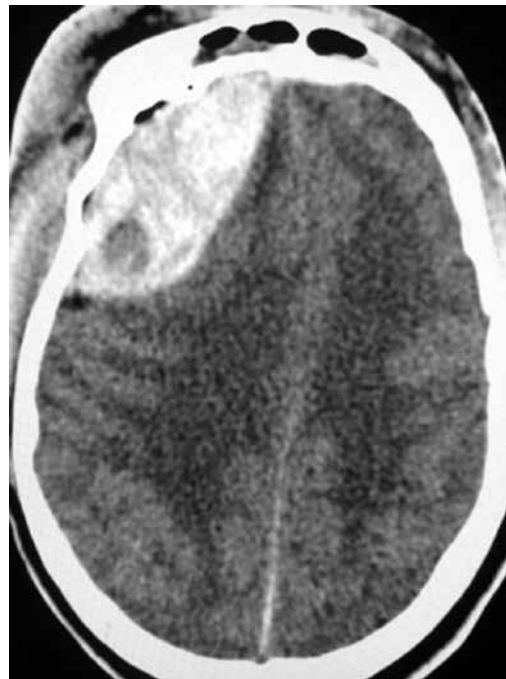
TC de crânio sem contraste demonstrando na região frontal esquerda lesão extra-axial com densidade mista, presença do sinal do redemoinho e efeito de massa.
